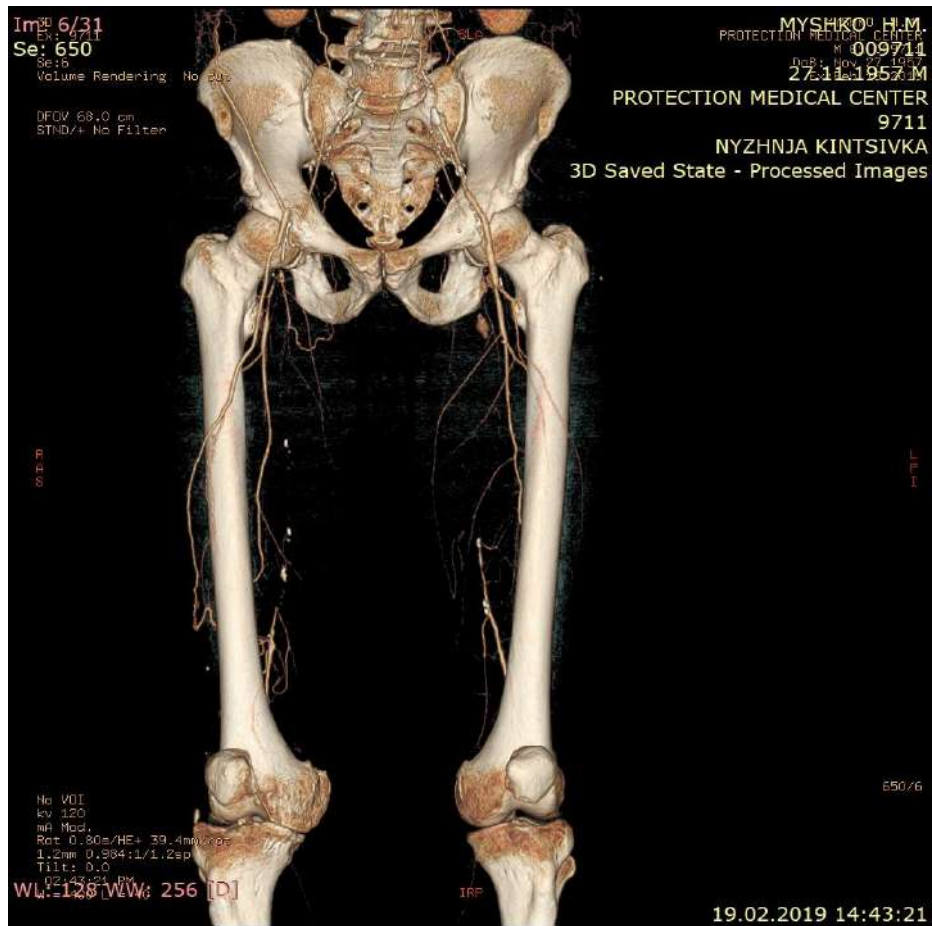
КТ-ангіографія аорти та артерій нижніх кінцівок. У ділянці стегнового сегменту візуалізується оклюзія гирла ГАС справа та ПАС з обох сторін на протязі. Добре розвинута колатеральна система ГАС.
